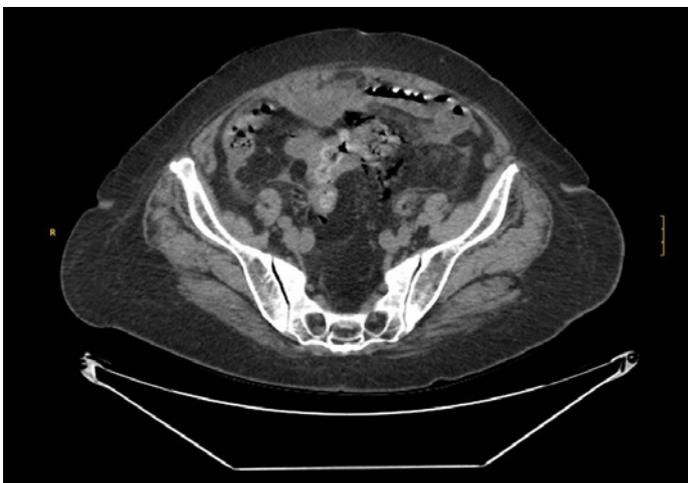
TC abdominal con plastrón y perforación diverticular.
